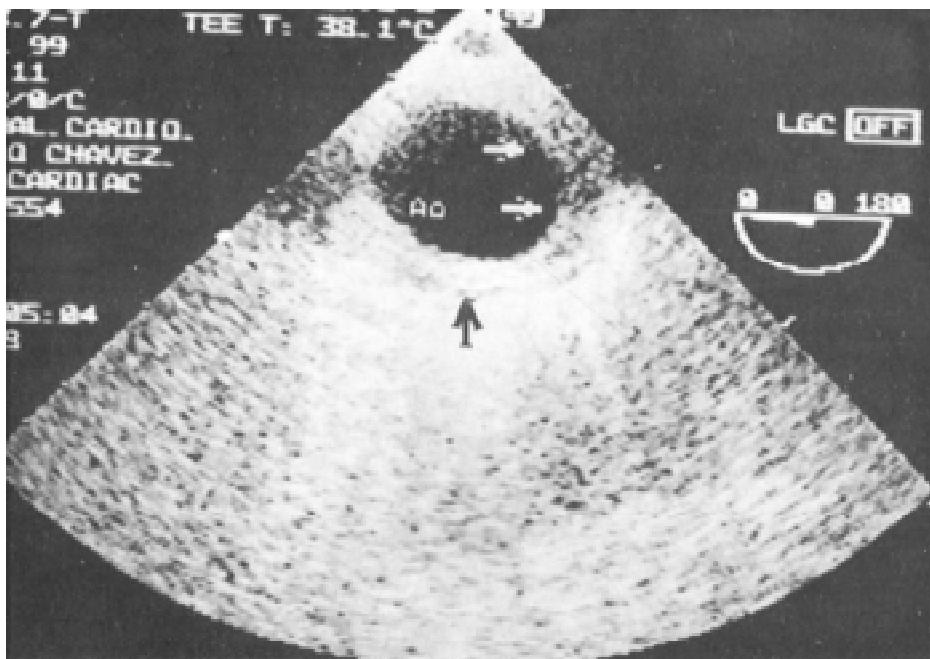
Corte transversal obtenido mediante ecocardiografía transesofágica a nivel de la aorta descendente. Las flechas señalan el engrosamiento homogéneo de la pared vascular. Ao: aorta.
